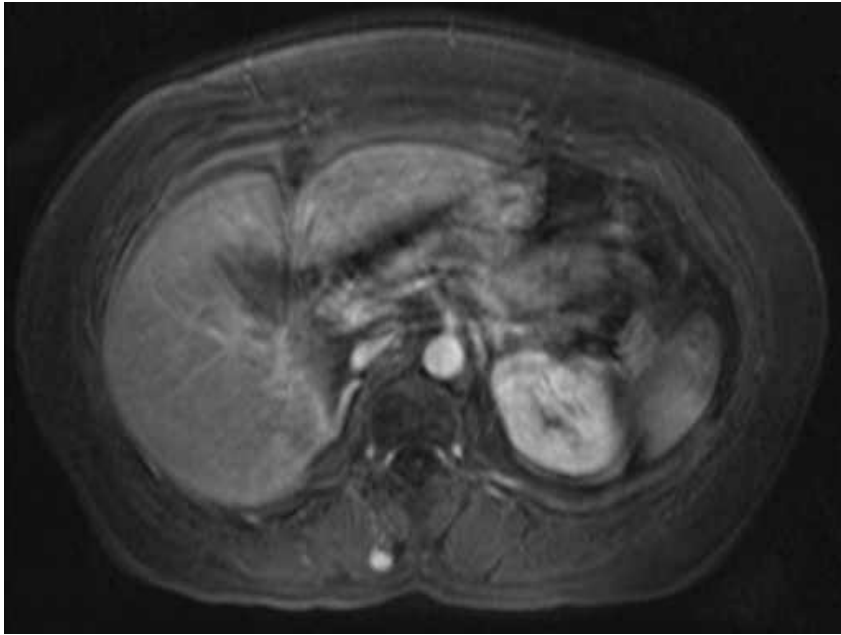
Tomografía computarizada de las lesiones en los tejidos blandos.
